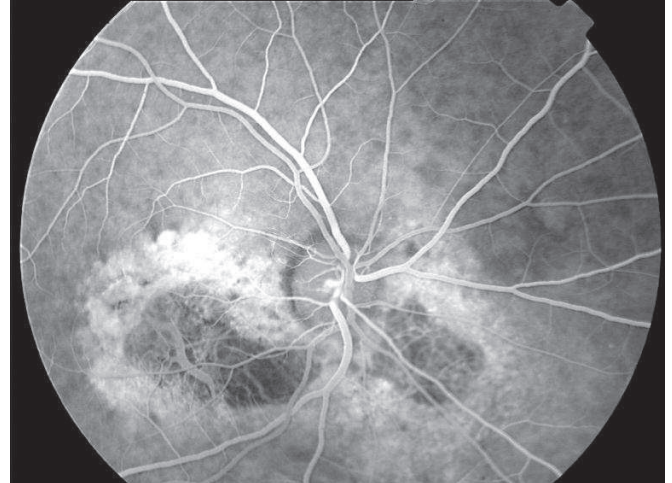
Fundus flöresein anjiyografide erken ve geç dönemde hemorajiye ait bloka ile birlikte, hiperfloresans gösteren klasik koroid neovasküler membran. Koroid osteomunun geç dönemde düzensiz hiperfloresans gösterdiği izlenmektedir.
